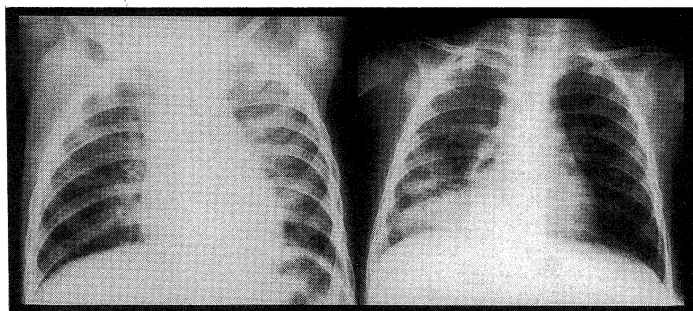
Chest X-ray film on one day before admission
